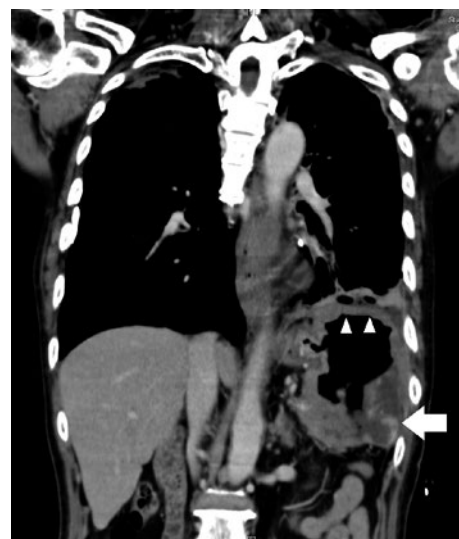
胸腹部CTの冠状断. 胃弓隆部を主体に広範な壁肥厚を認め, 背側 (矢印) では脾尾部, 脾臓, 脾動静脈に, 頭側 (矢頭) では左横隔膜に浸潤する大きな腫瘤を形成している。
